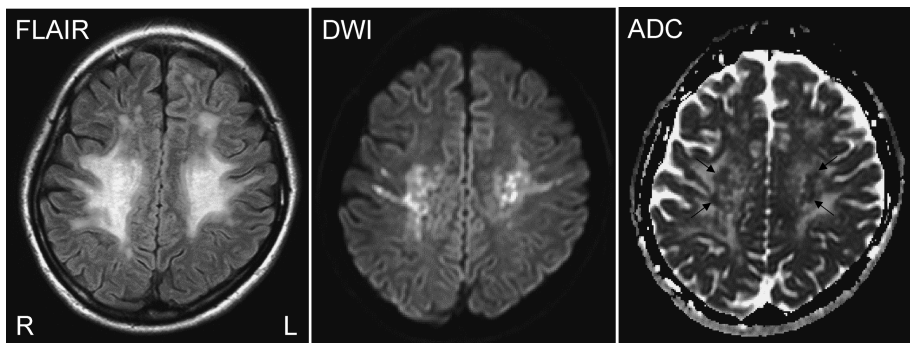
MR images in a HDLS patient (22-year-old female) carrying a heterozygous c.2442 + 1 G>A mutation in *CSF1R*<sup>10)</sup>
